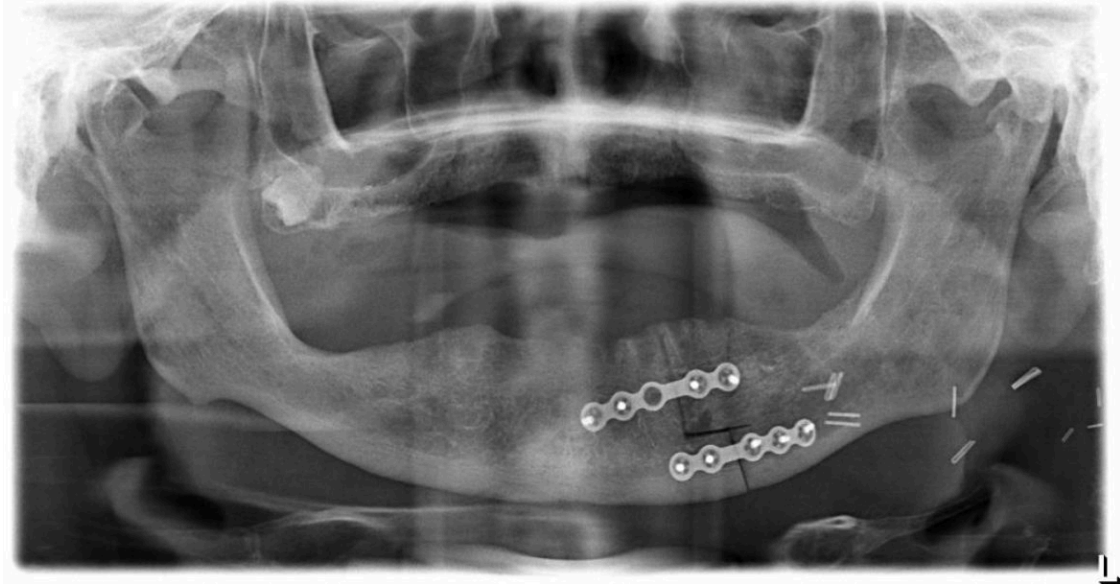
Radiographie panoramique d'un patient ayant bénéficié d'une chirurgie conservatrice avec mandibulotomie, ostéosynthésée en fin d'intervention (Radiographie Dr JULIERON)
